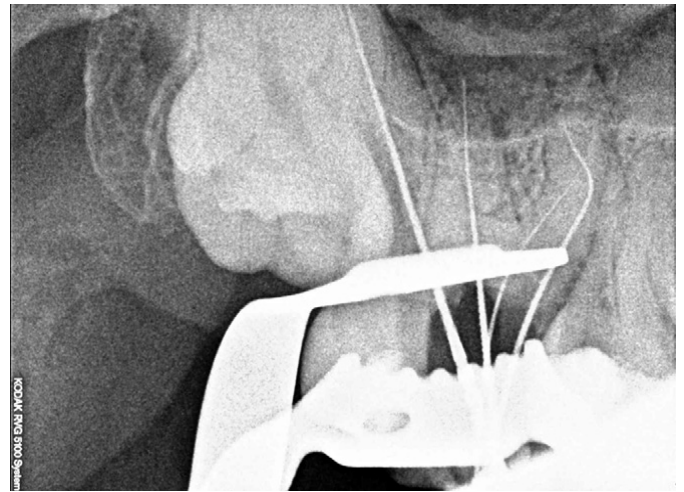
The working length radiographs were not able to identify the apical area of the possible second palatal root.
